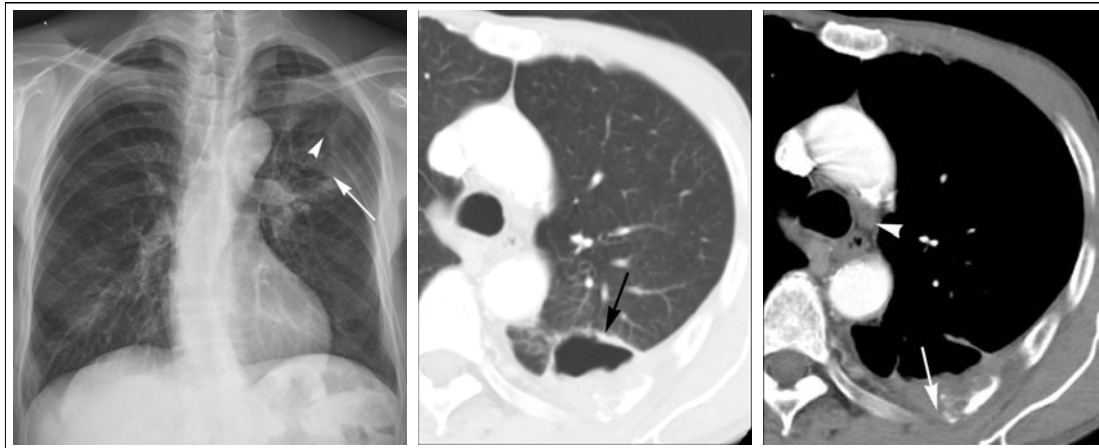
(A) Chest PA view shows about 5.2 cm sized thin walled radiolucency (arrow) with ill demarcated osteolytic lesion (arrowhead) in left 6th posterior arc of rib. (B) Lung window of CT scan obtained at the level of azygos arch shows 4.7 cm sized thin walled cavity mass (arrow) abutting posterior costal pleura in left lower lobe with adjacent focal ground glass attenuated lesion. (C) Mediastinal window of CT scan obtained at the same level of Fig. 2 show thin walled cavity with enhancing posterior costal pleural thickening. Irregular osteolytic lesion (arrow) in posterior arc of left 6th rib is observed. Less than 1 cm sized lymph node enlargement (arrowhead) is seen in left paratracheal area.
